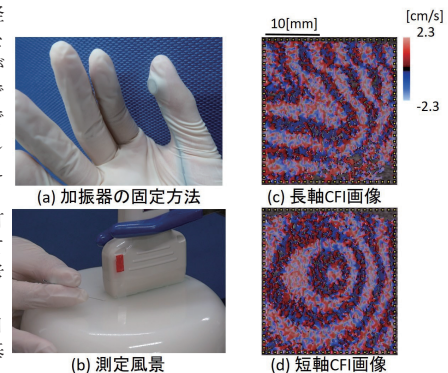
図(c)(d)に長軸、短軸で刺鍼した時の超音波映像面上のCFI画像の結果をそれぞれ示す。図(c)より、鍼の位置と推定される部分からせん断波が伝播していることが確認できた。一方、図(d)より、鍼位置からせん断波が放射状に伝播
